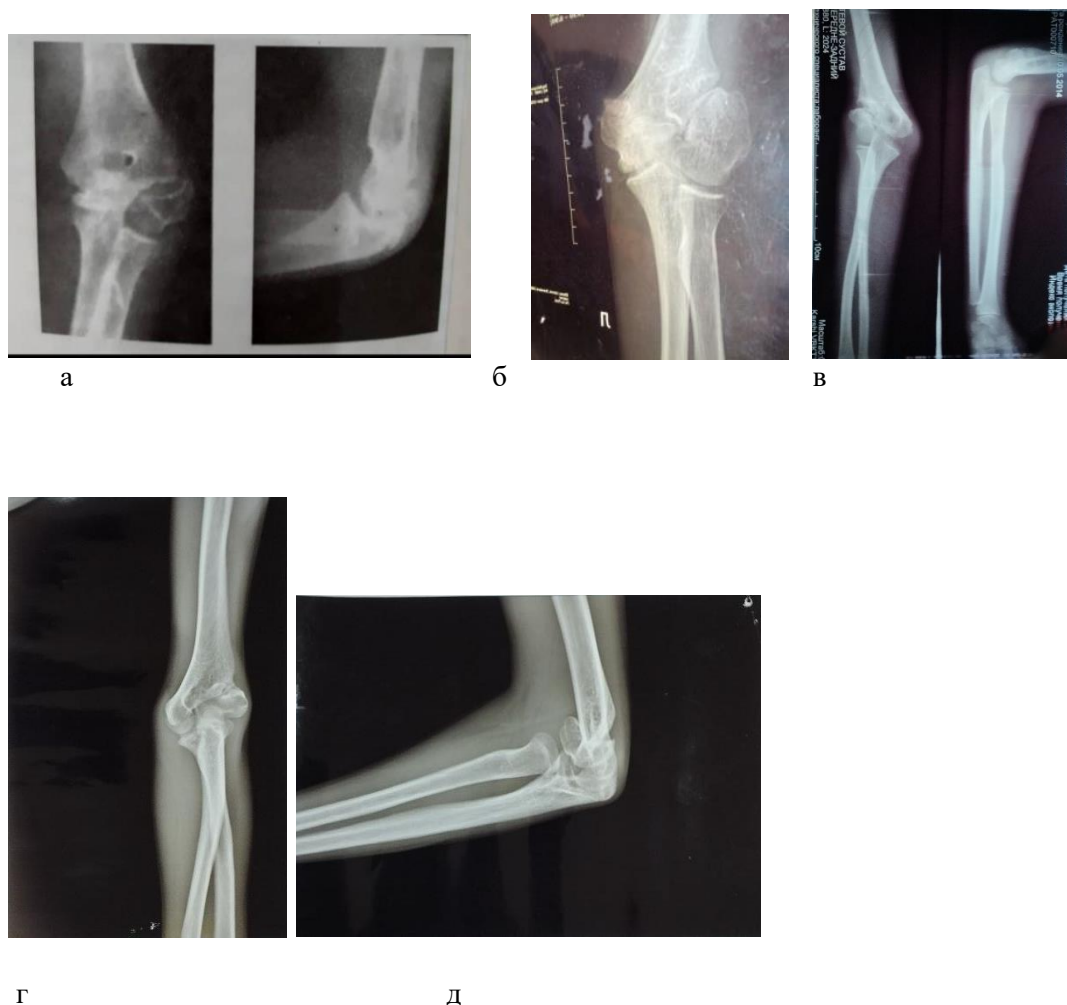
Псевдоартрозы НКПК, фото рентгенограмм: а – без костного дефекта. Остеопороз НКПК. Имеется варусная деформация – cubitus varus; б – псевдоартроз без выраженного вальгуса; в – остеопороз отломка НКПК, небольшое вальгусное отклонение – cubitus valgus; г-д – псевдоартроз НКПК с костным дефектом, остеопороз отломка.
